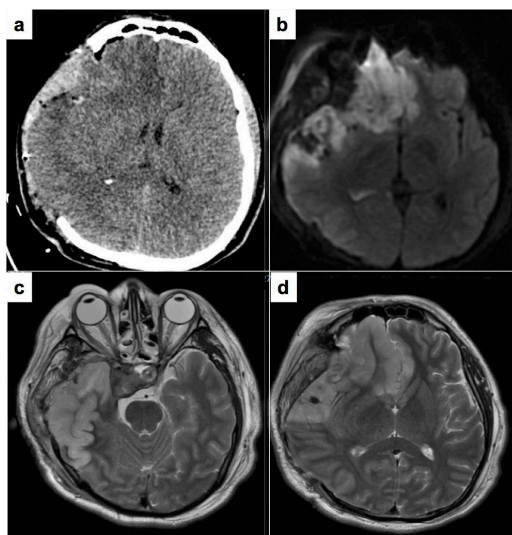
a) Tomografía simple de cráneo posquirúrgica, se observa una hipodensidad en territorio de la arteria cerebral anterior. b). Resonancia magnética secuencia difusión se observa restricción del territorio de la arteria cerebral anterior y parcialmente en territorio de arteria cerebral media.
